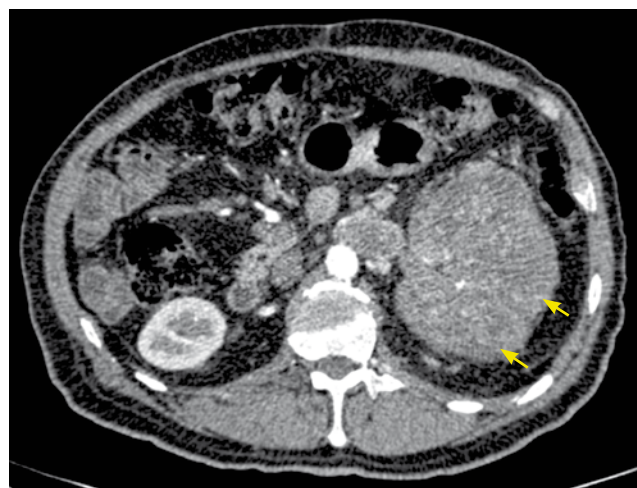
Tomografía axial computarizada, corte axial. Se identifica claramente tumor renal izquierdo (flechas).
